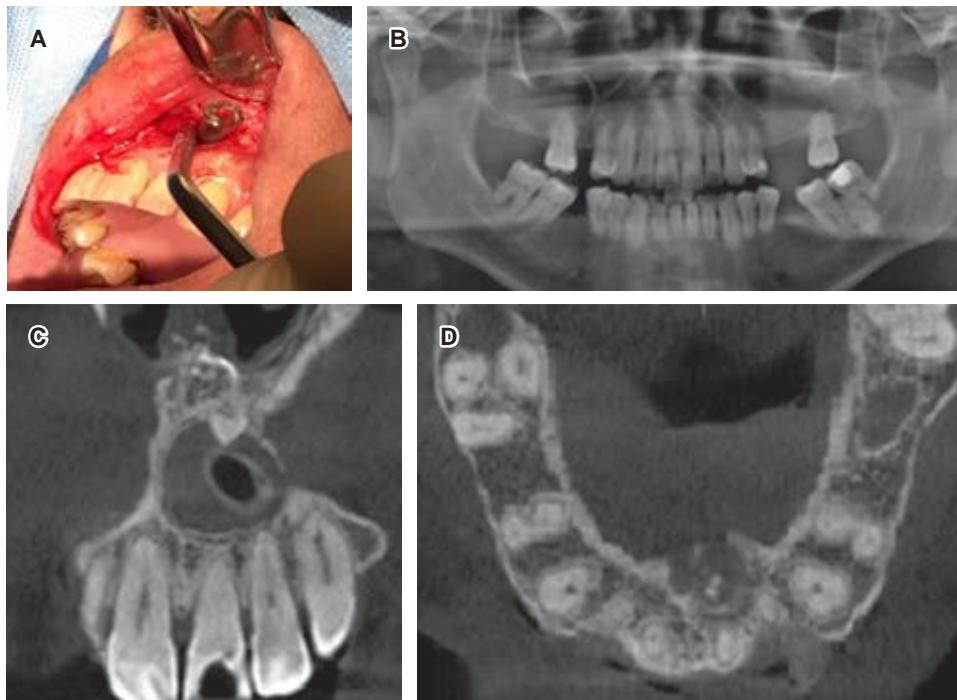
A) Biopsia incisional de lesión quística. Se observa instalación de cánula de descompresión e irrigación. B-D) Exámenes imagenológicos de control a los seis meses posterior a descompresión. B) Ortopantomografía; se observa lesión radiolúcida a nivel anterosuperior con cánula de descompresión. C) CBCT corte coronal, se observa lesión quística con cánula en su espesor y mesiodens invertido el cual se proyecta entre cavidad oral y nasal. D) CBCT corte transversal, se evidencia conducto nasopalatino desplazado por lesión quística y aumento de volumen palatino.
